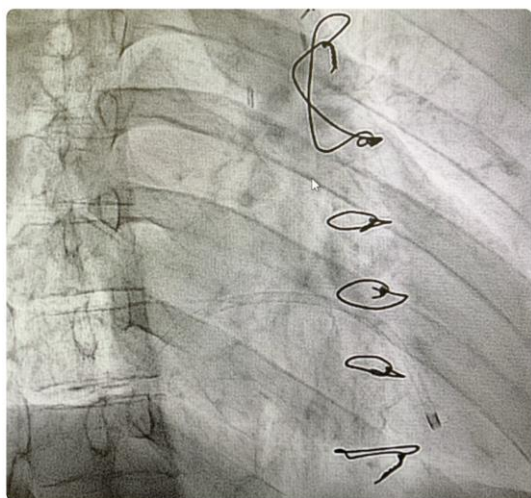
Ausrichtung eines Biopstoms über einen Führungskatheter unter Röntgenkontrolle
